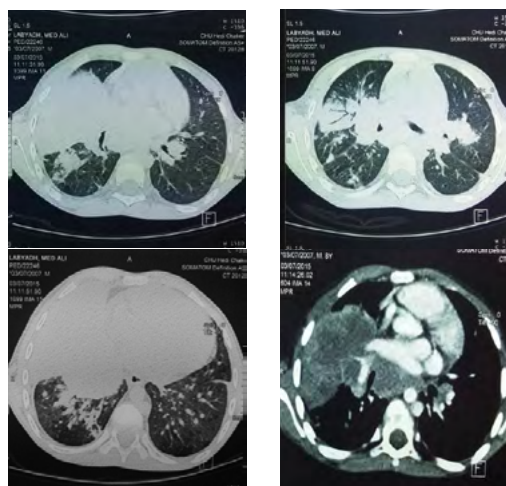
TDM thoraco-abdominale : coupe axiale fenêtre parenchymateuse (A, B, C) et médiastinale(D).
